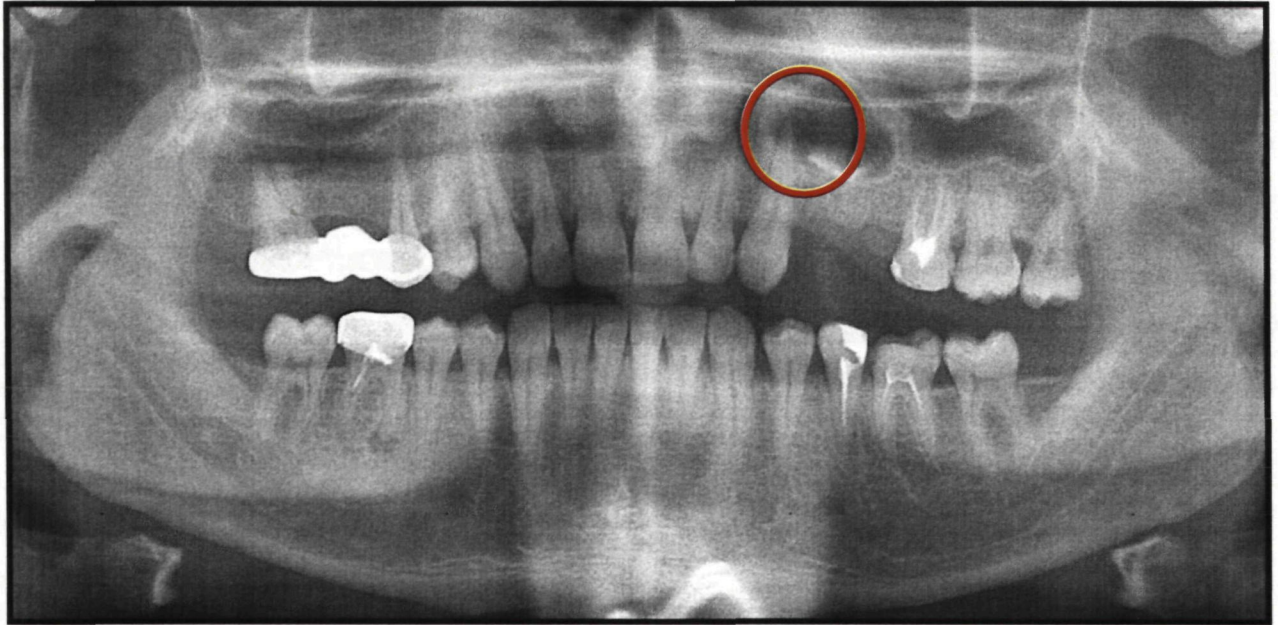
Отпечаток ортопантомограммы больного И. Радикулярная киста верхней челюсти размером 3х4 см в области 23 зуба
